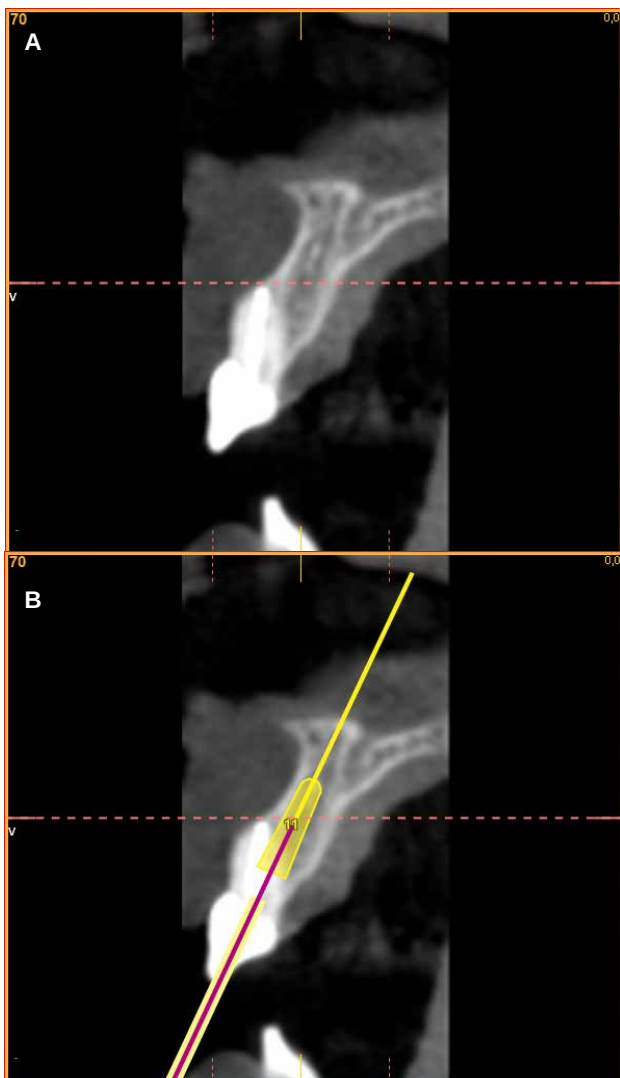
A. CBCT previo. B. Planificación sobre CBCT.
